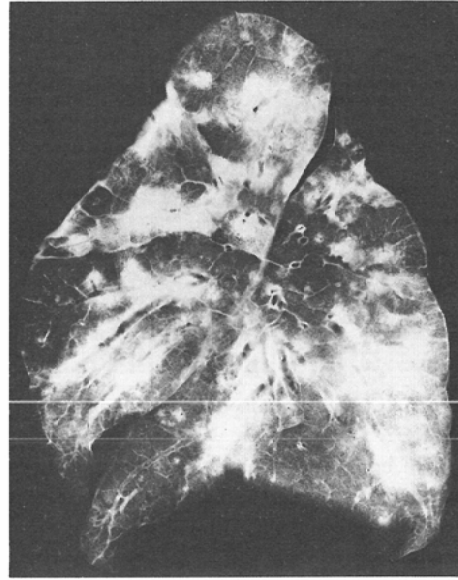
Case 8, soft X-ray photograph of fixed left lung, sliced in 5mm thickness
